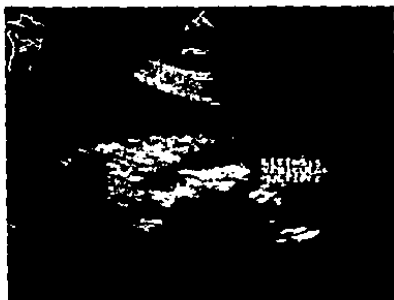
Femenino de 29 años de edad. Con envío por presentar dolor abdominal. Durante el estudio de ultrasonido se detectó litiasis vesicular múltiple.
